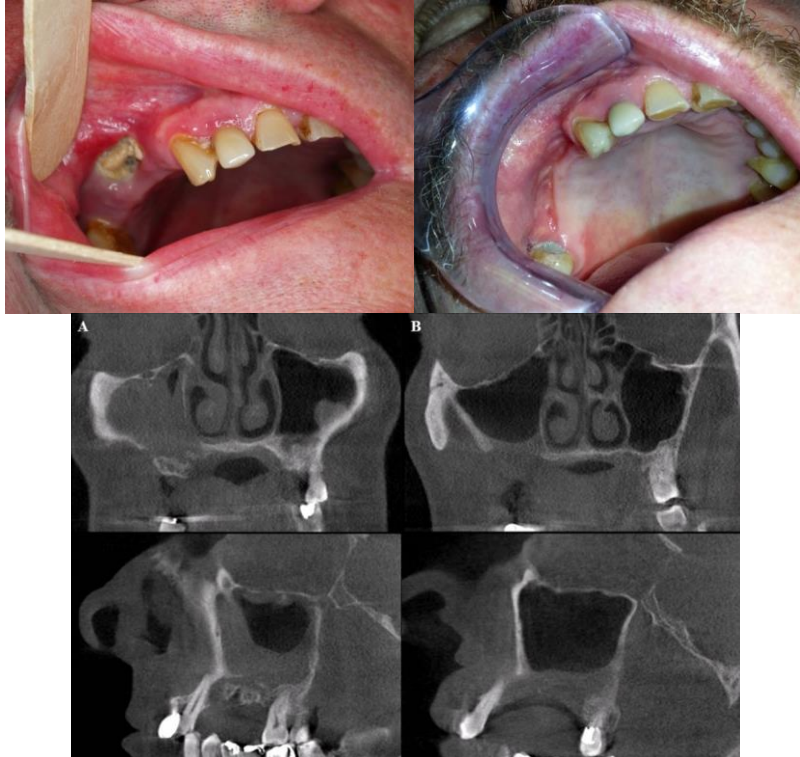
DRONJ maxilly 3. stadia, CBCT axiální řez. CT axiální řez po chirurgické terapii a zhojená horní čelist. Protetická rekonstrukce částečnou snímatelnou zubní náhradou. V těchto případech je nutné zcela atraumatické řešení protéz, jinak může dojít k proříznutí okrajů kosti přes sliznici s rizikem rozvoje MRONJ. S výhodou je uzávěr rány ve dvou vrstvách.
